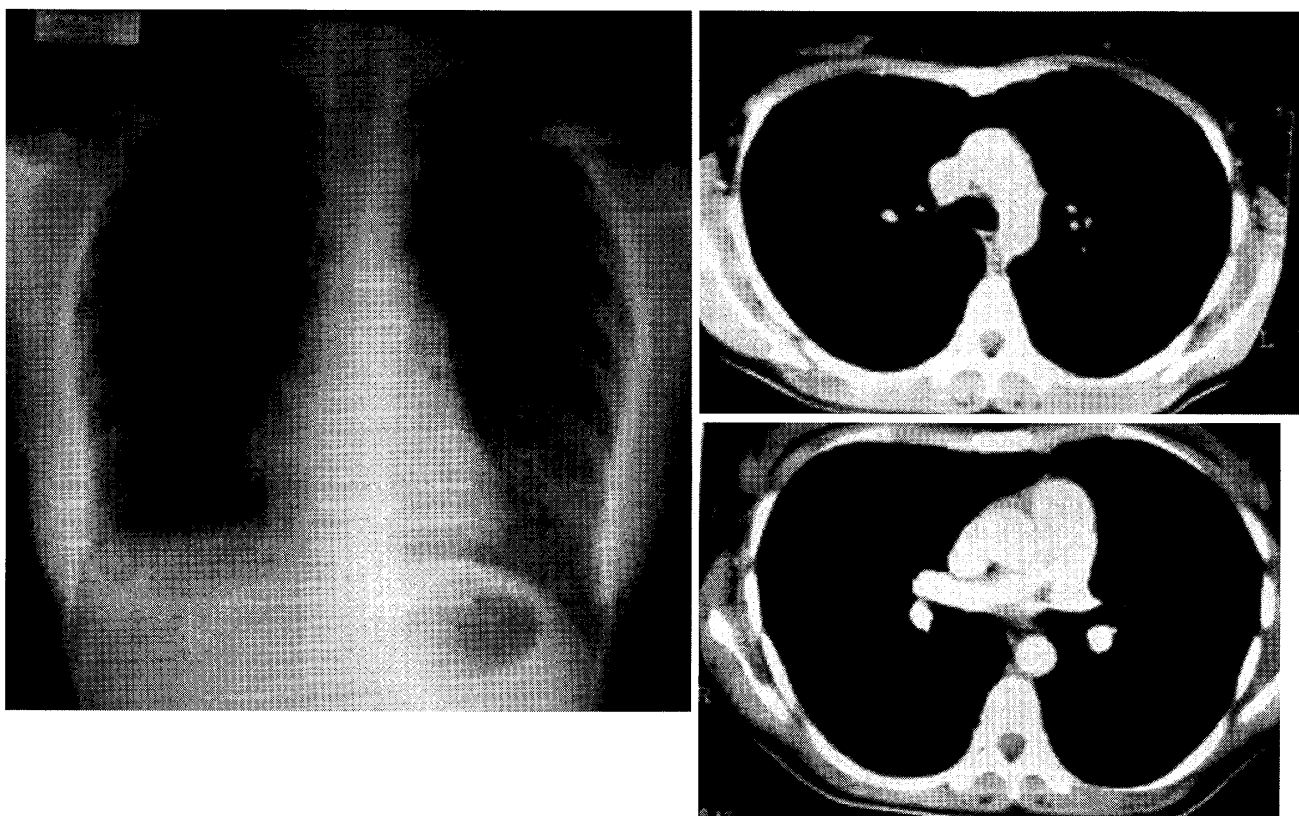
症例1 退院時の胸部Xp (左) と術後1年の胸部CT (右)
